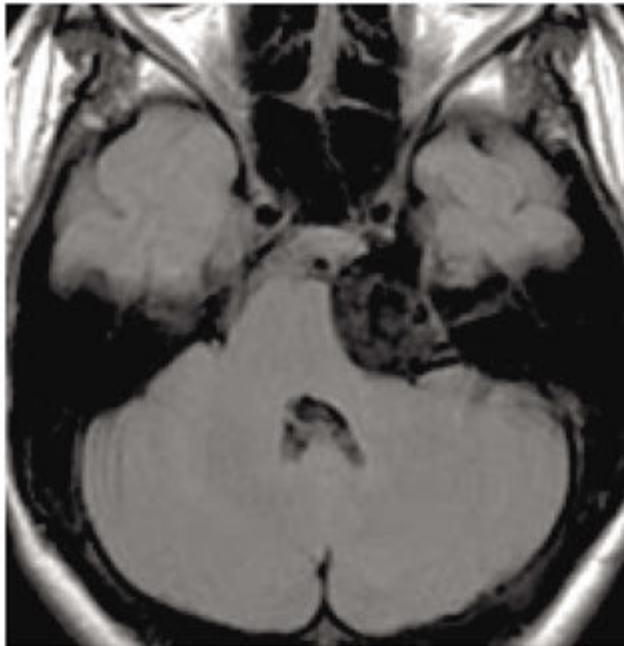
Corte axial en FLAIR. La lesión muestra tabiques en su interior.
